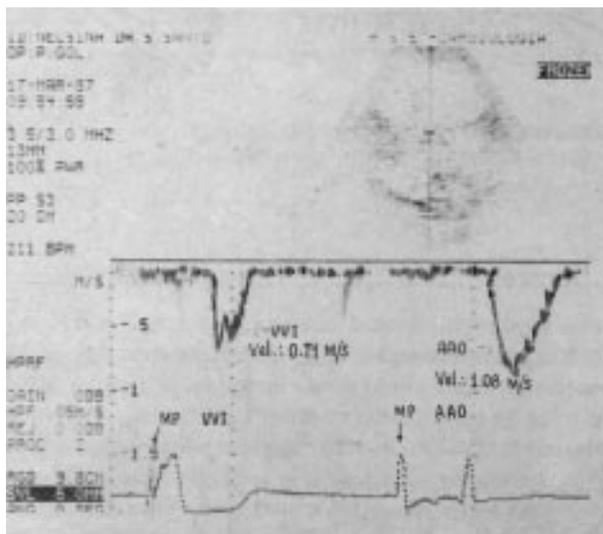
Ecodopplercardiografia mostrando a comparação entre o fluxo aórtico com estimulação ventricular e atrial. Observa-se nítido aumento do fluxo aórtico com a estimulação atrial.
